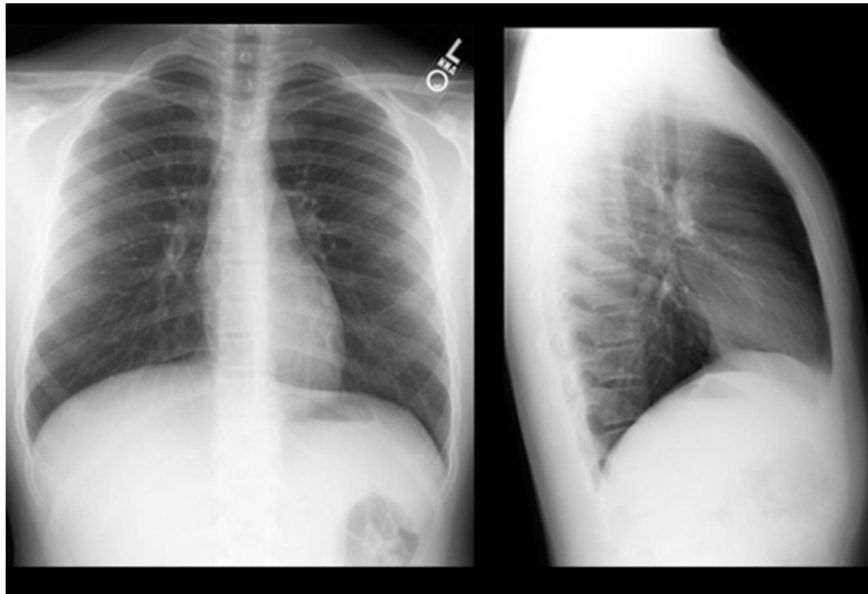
une radiographie thoracique normale postéro antérieure (PA) et latérale
